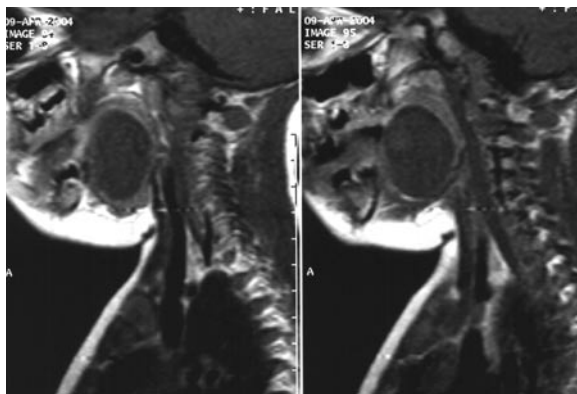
Contrast-enhanced T1-weighted images, sagittal projection.
